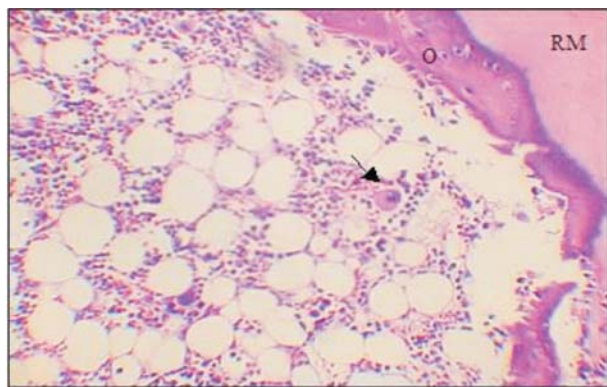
Atividade mielopoietica ectópica aos 35 dias do implante de MOD em camundongos. Restos de matriz implantada (RM), tecido ósseo neoformado (O) e megacariócitos (→). HE, aumento de 200x.
